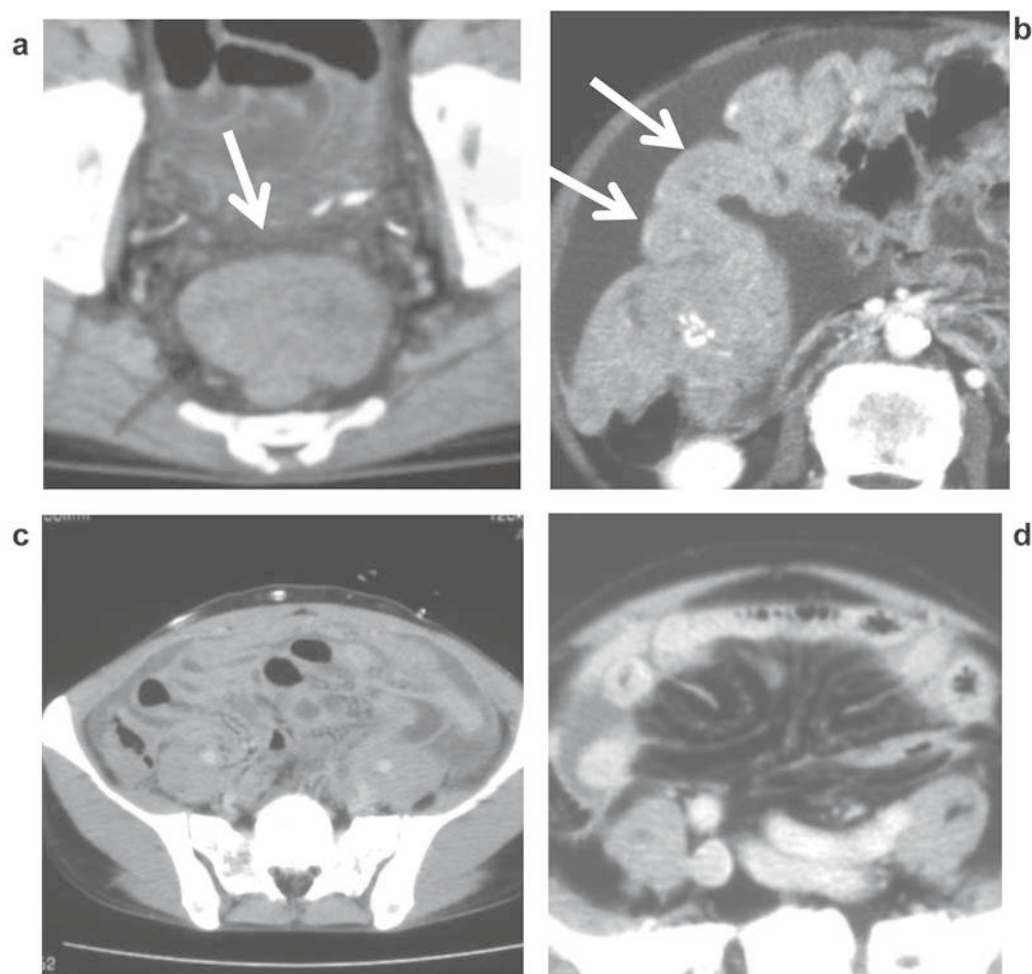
Examples of computed tomographic images of malignant peritoneal mesothelioma with maximum dimension of the nodular lesion >5 cm (A), massive thickening of the peritoneum (B), massive thickening of the mesentery (C), and stellate structure findings (D).
